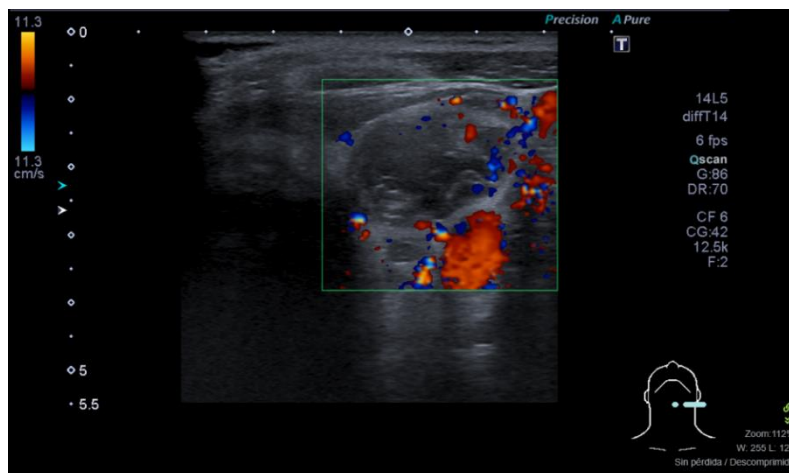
Ecografía Doppler en Tiroiditis de Quervain (registro UCMHMNA)
